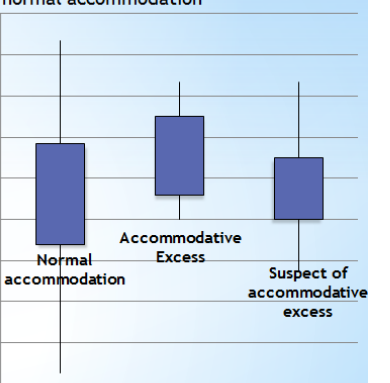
Boxplot of the difference between RM and Sub, depending on the accommodative state.
